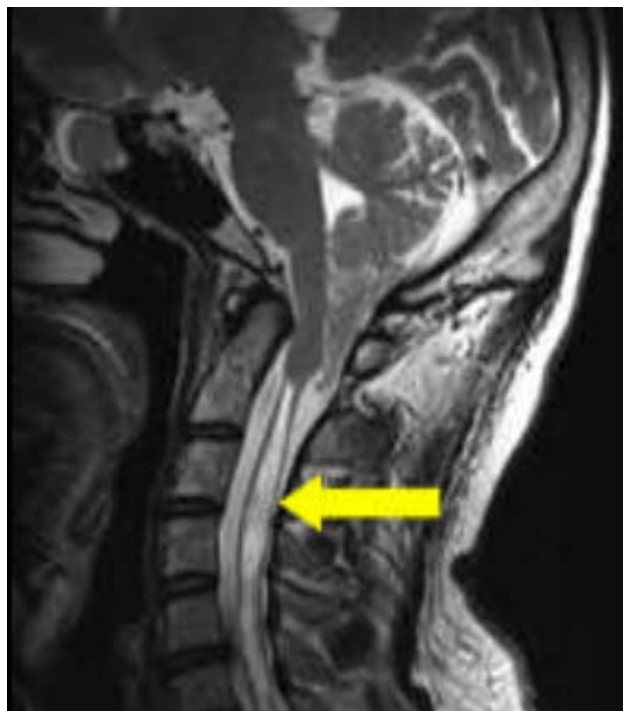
IRM crâniocervicale de la malformation de Chiari I. [152]
